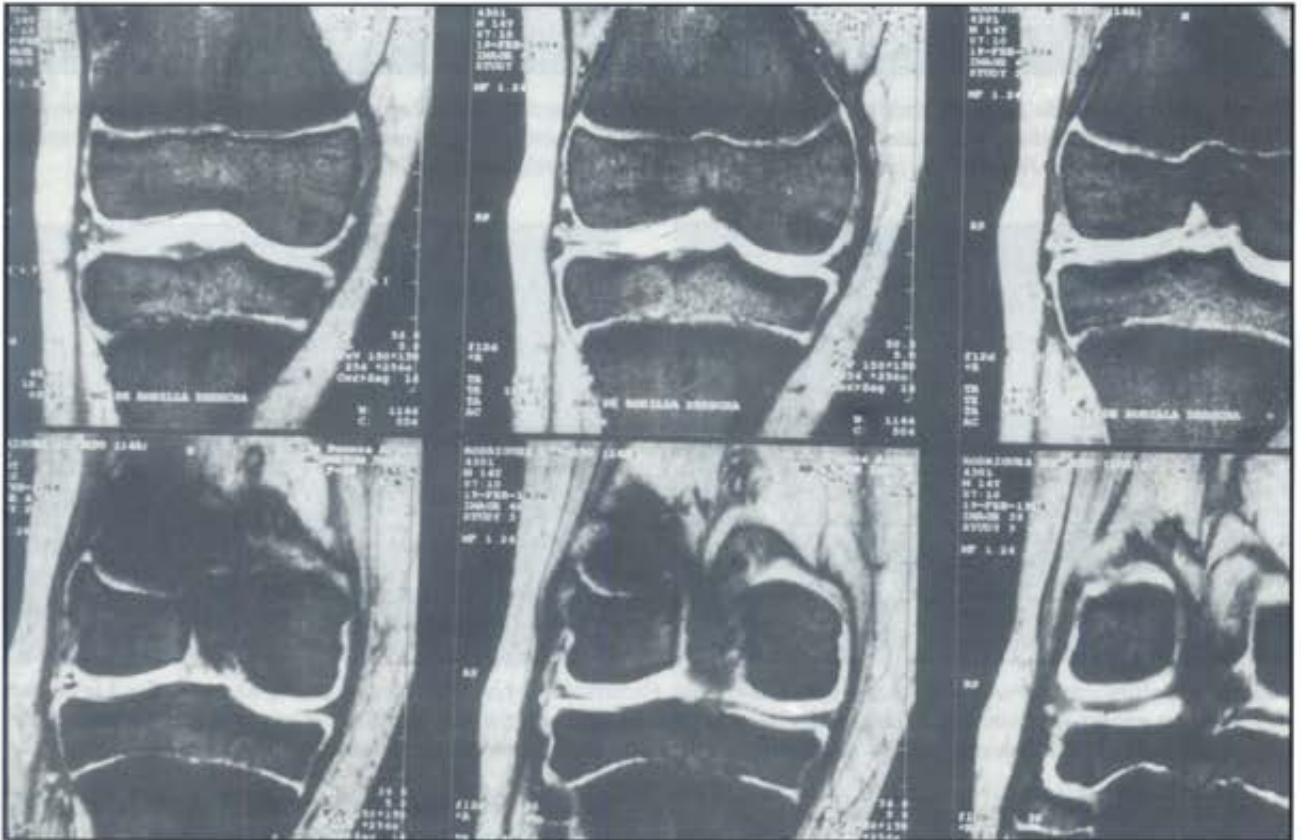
Resonancia magnética frente y perfil de rodilla. Paciente de 14 años con cartilagos marcadamente abiertos, altura menor a la de sus hermanos o padres, y sin alcanzar la pubertad. Paciente con inmadurez esquelética que inicialmente fue tratado no quirúrgicamente, A: Resonancia de frente donde se observa la ruptura del menisco interno.
